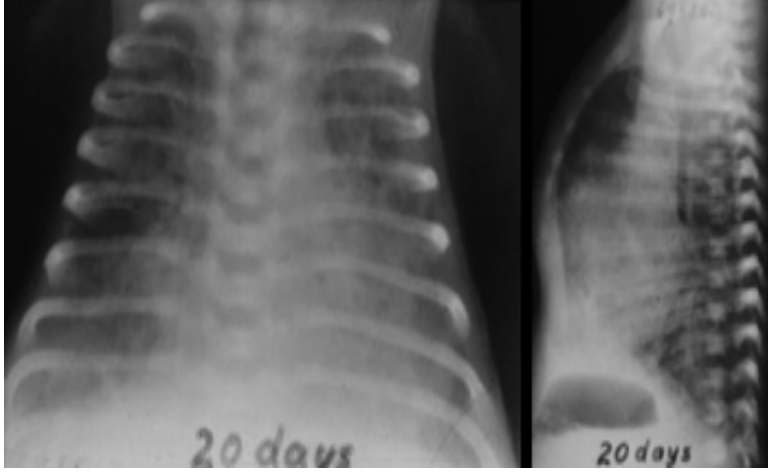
Evre I akciğer grafisi.
